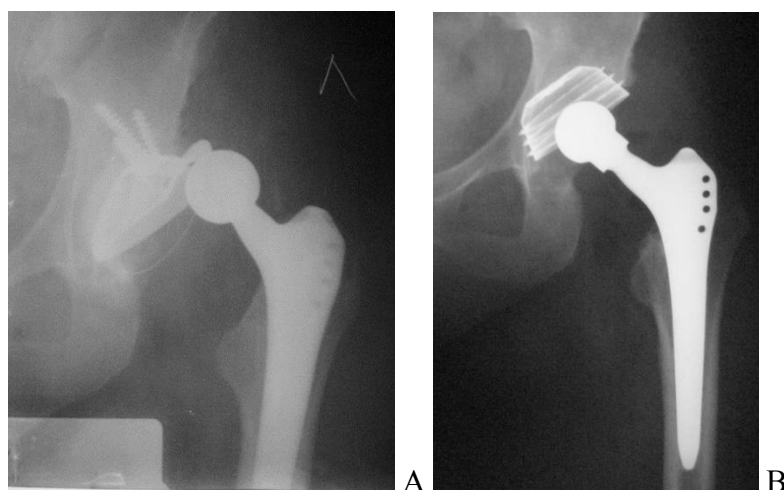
Рентгенограммы пациентки Н., 47 лет. Вывих эндопротеза левого тазобедренного сустава. В. Рентгенограмма после ревизии, замены вертлужного компонента и головки.
